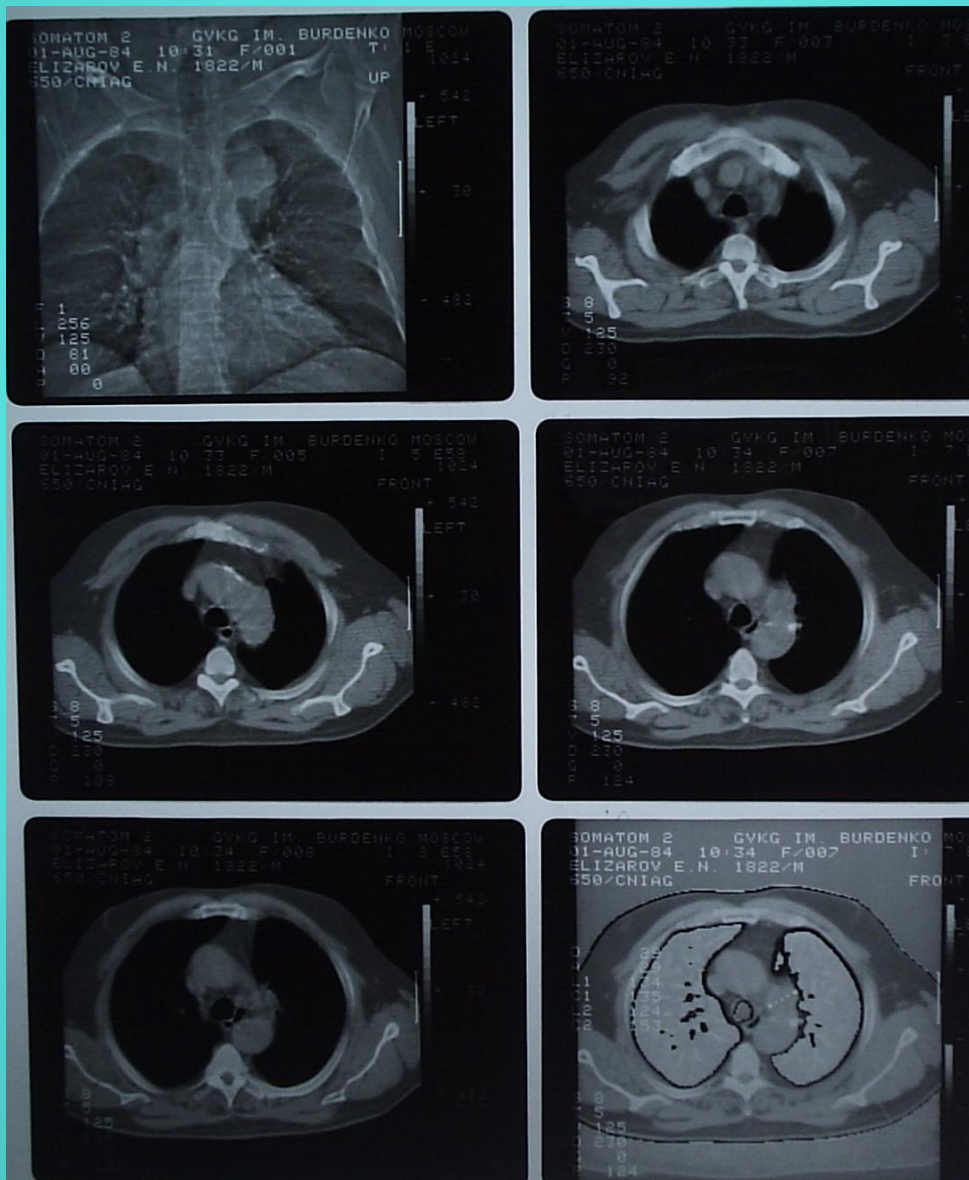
Варианты изображения легочного рисунка при рентгеновской компьютерной томографии.
